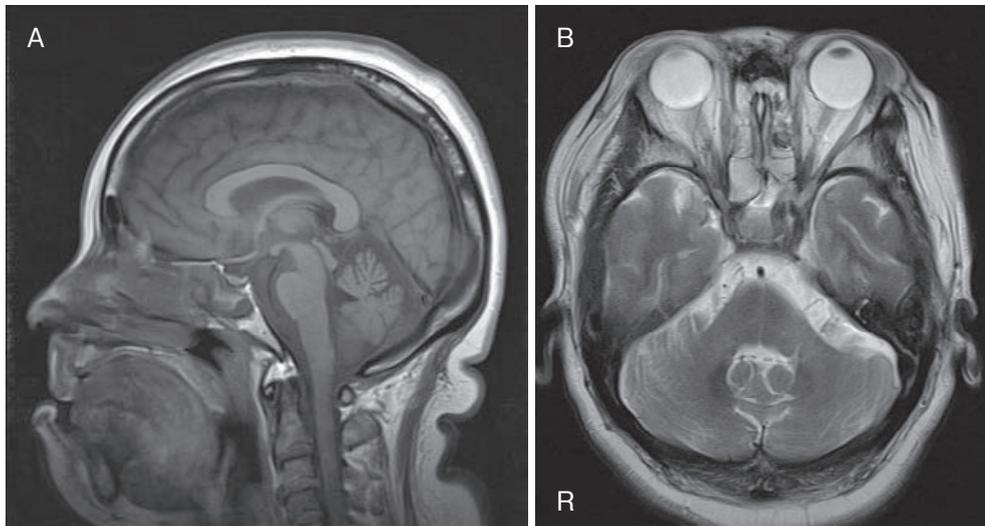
(A) A sagittal T₁ weighted magnetic resonance image (TR 520 msec, TE 10 msec) of a brain displaying mild cerebellar atrophy. (B) An axial T₂ weighted image (TR 4500 msec, TE 89 msec) that shows a hot cross bun sign and hyperintense changes in the left middle cerebellar peduncle.
